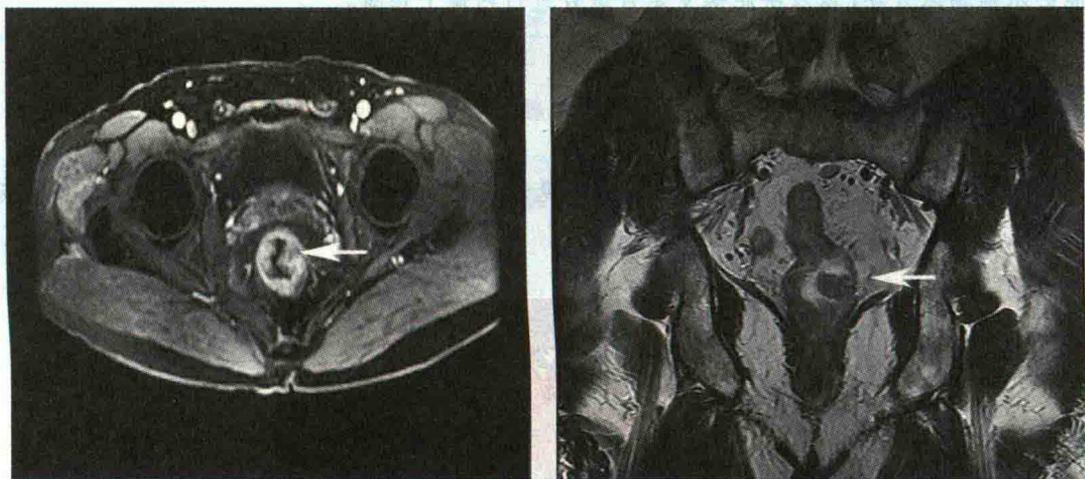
直肠 MRI 检查图像：提示直肠下段病灶
